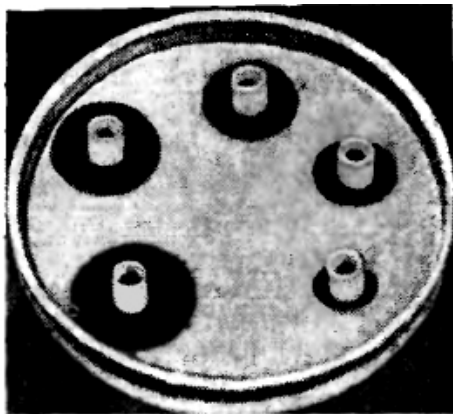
Определение биологической активности антибиотиков диффузионным методом с использованием металлических цилиндриков
